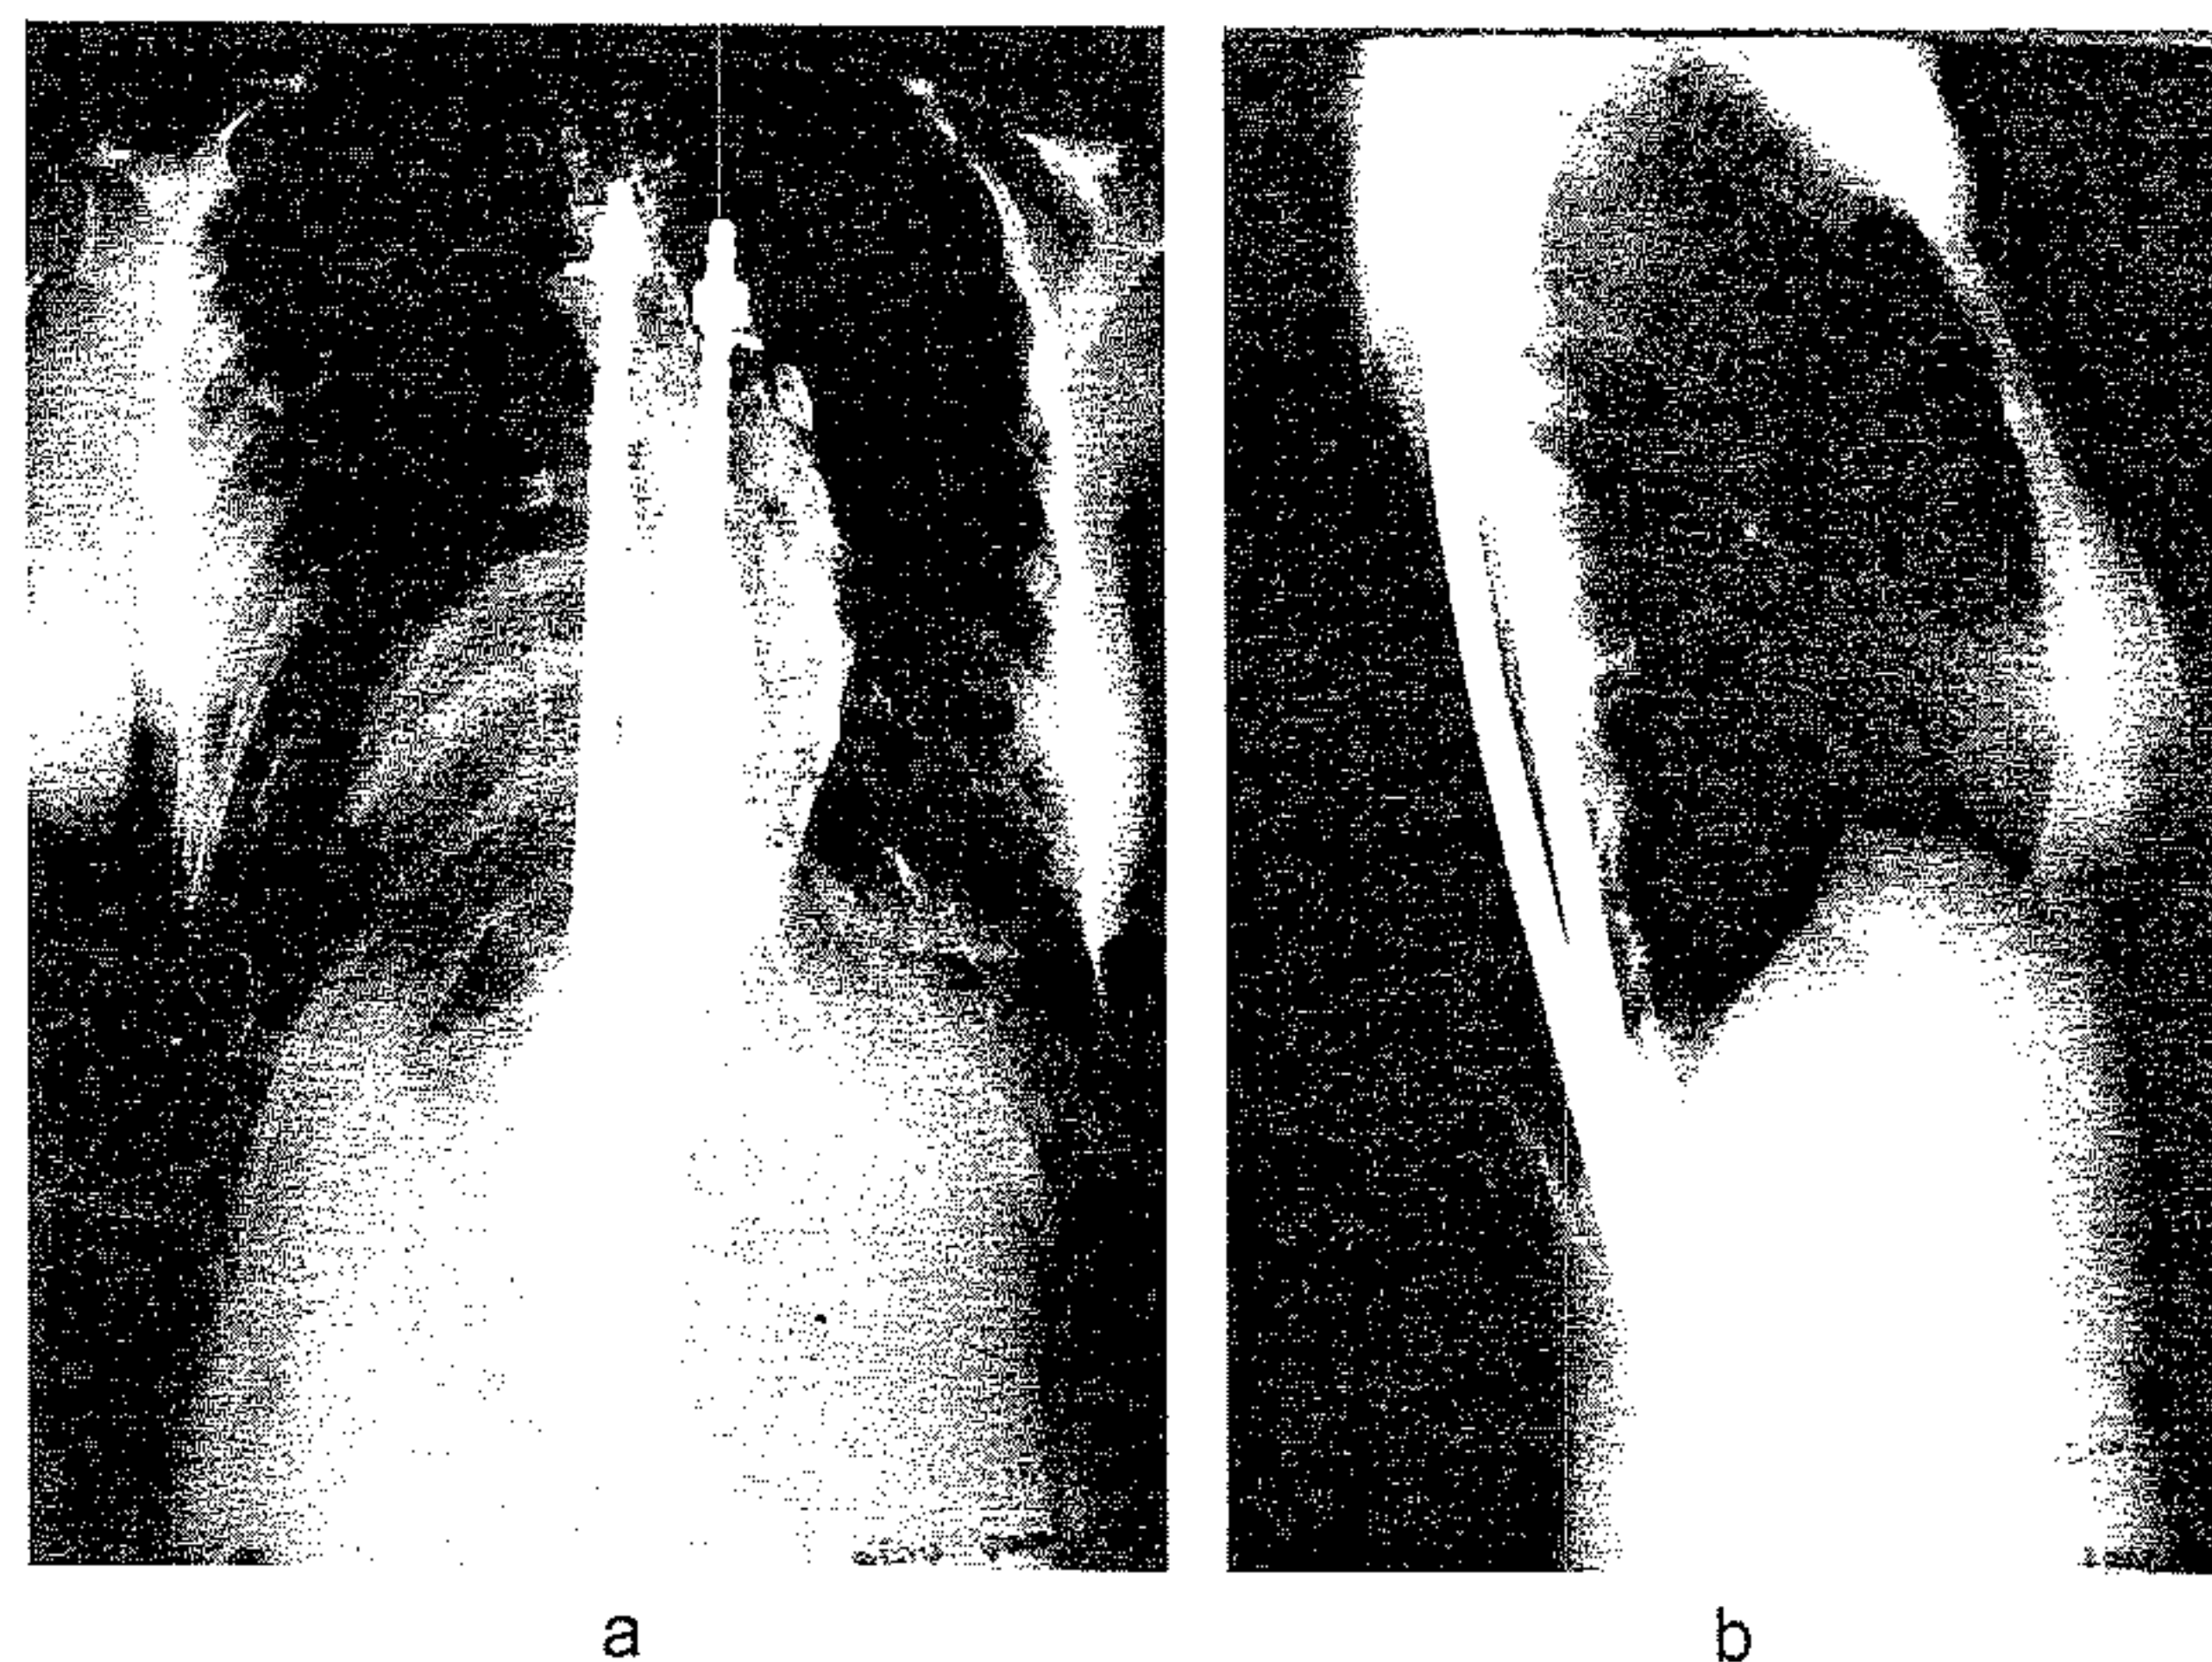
a – scolioză toracală dreaptă și lombară stângă operată cu instrumentație Harrington în maniera Armstrong, imagine de față; b – radiografie de profil pe care se remarcă redresarea curburilor toracală și lombară între cârligele instrumentației.
